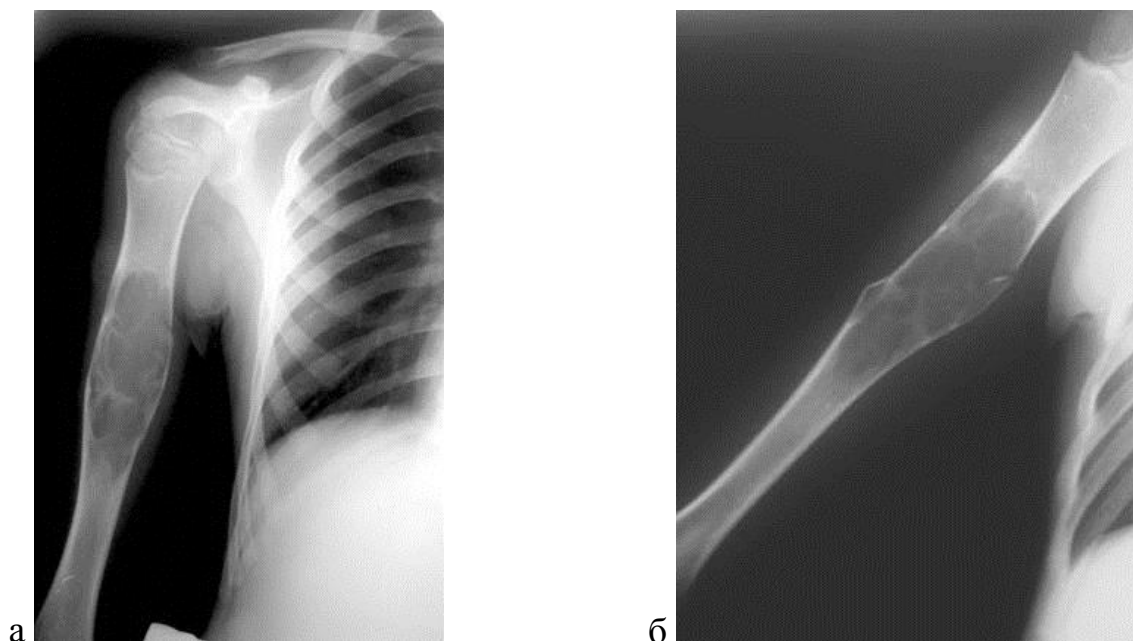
Больной В., 8 лет. Рентгенограммы правой плечевой кости в прямой (а) и боковой (б) проекциях. Закрытый патологический перелом средней трети правой плечевой кости на фоне АК
